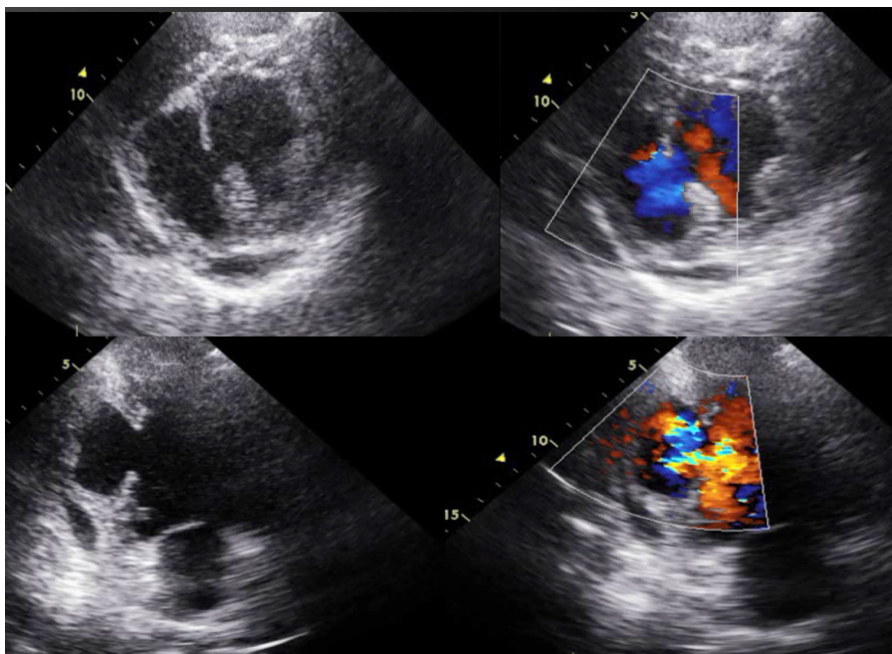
Ecocardiograma com evidência de aneurisma na parede inferior com fluxo no seu interior com Doppler colorido. Acinesia de parede inferior.
